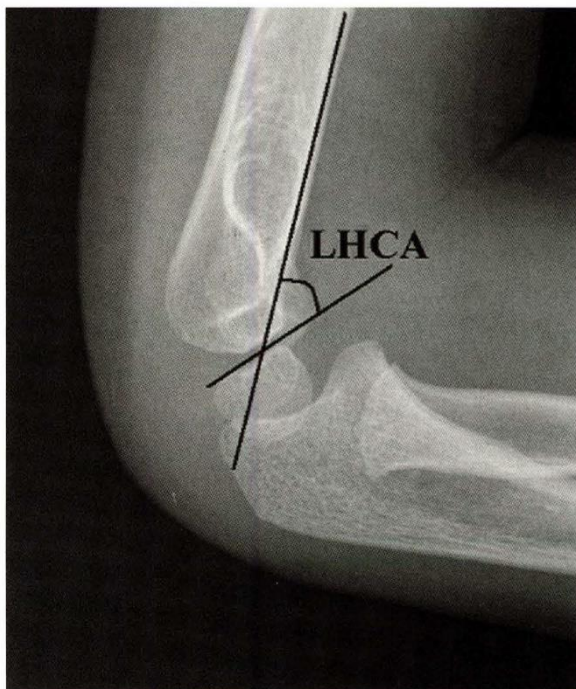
Lateral humerocapitellar angle (LHCA) on lateral radiograph of normal elbow. (From Shank CF, Wiater BP, Pace JL, et al. The lateral capitellohumeral angle in normal children: mean, variation, and reliability in comparison to Baumann's angle.] *Pediatr Orthop.* 2011;31:266- 271.)
